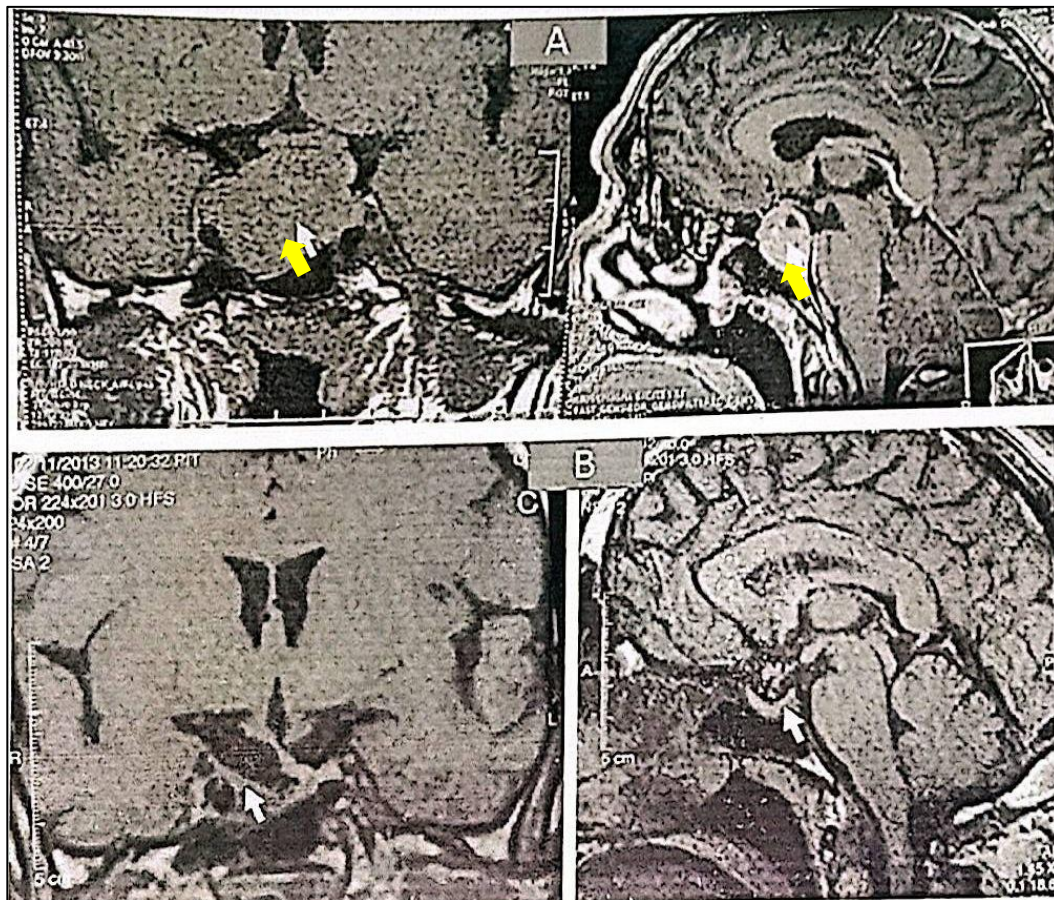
Images IRM avant et après 24 mois sous traitement (A), (B) montrant une excellente réponse.il ne persiste qu'un petit reliquat près du sinus caverneux (originale).
